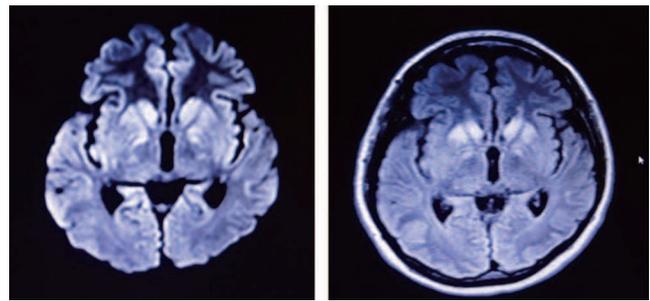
頭部MRI；基底核、大脳皮質広範に拡散強調画像、FRAIRで高信号を認める
